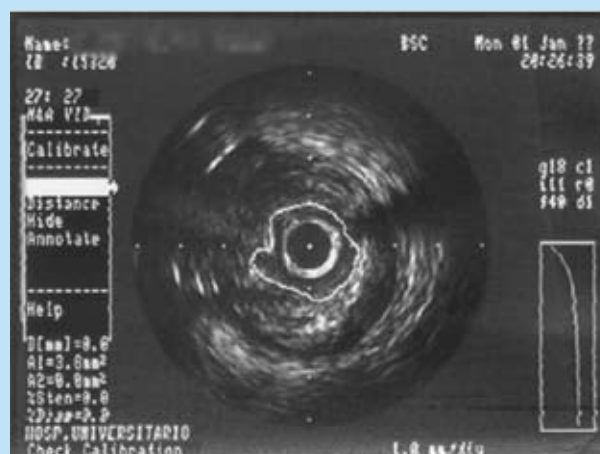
El ultrasonido intravascular (IVUS), observado durante pullback desde la arteria descendente anterior al tronco de la coronaria izquierda (DA / TCI) mostrando una área luminal mínima (ALM) de 3,8 mm².
